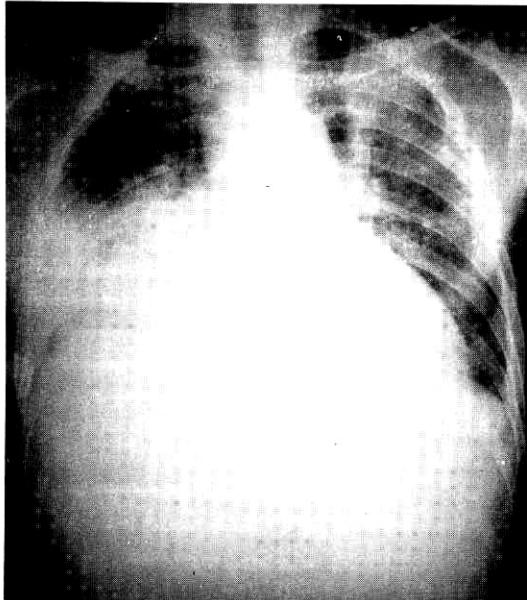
Anteroposterior radiograph of the chest, revealing homogenous increased densities in right middle and lower lung fields, which obliterated right cardiac border, and elevated right hemidiaphragm.
